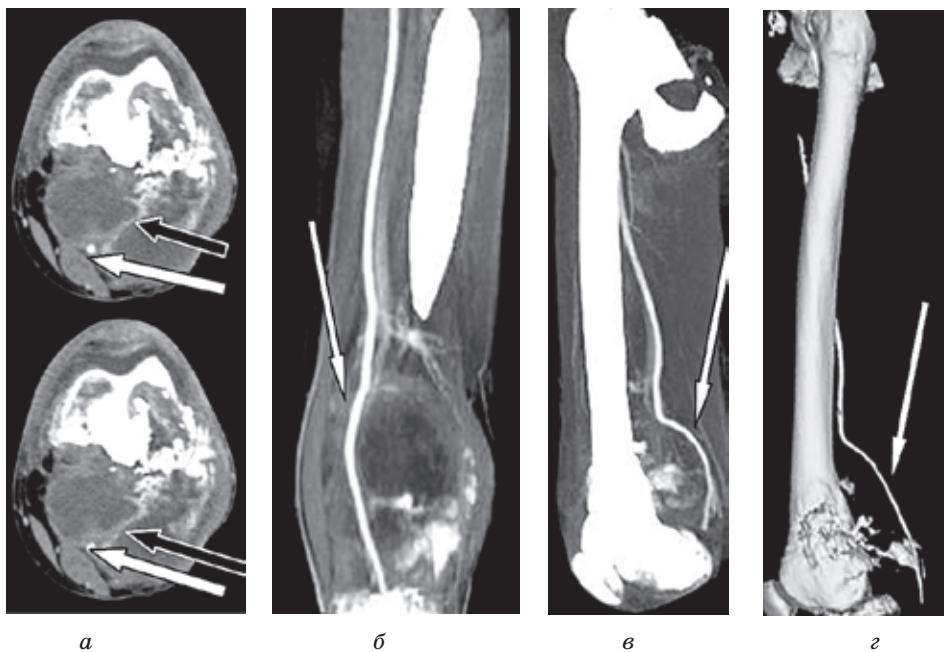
СКТ ангіограми пацієнтки Б., 35 р. з діагнозом остеогенна саркома дистального відділу лівої стегнової кістки $T_2N_0M_0$, II ст., II кл. гр.
